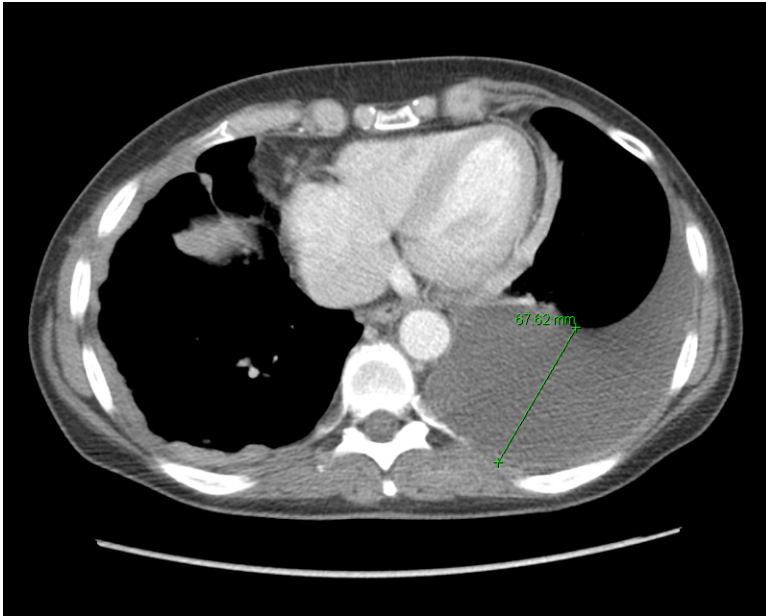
Maligner Pleuraerguss links und Pleurakarzinose rechts bei einer Patientin unseres Kollektivs in der CT-Thorax-Aufnahme
